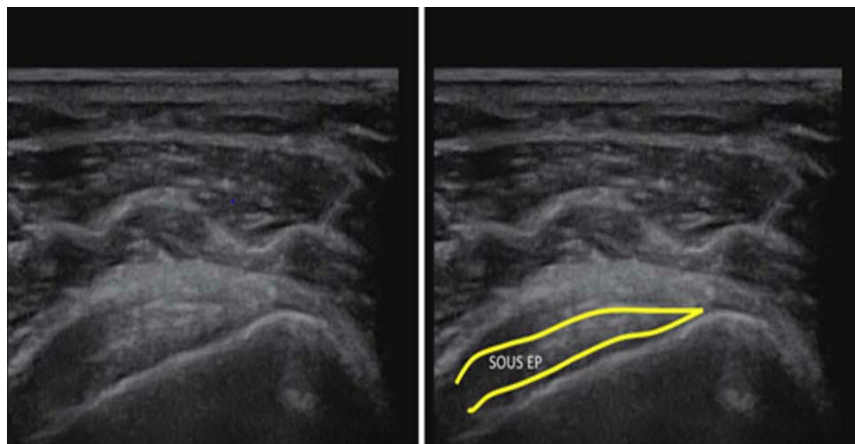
Aspect échographique du tendon infra épineux
